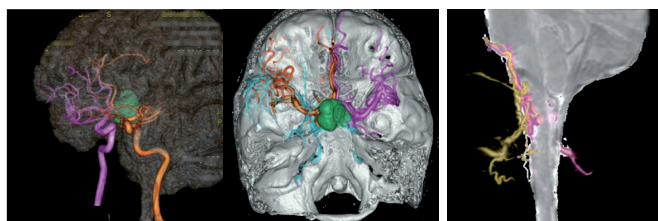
3D-AngioとCT、MRIのFusion画像
